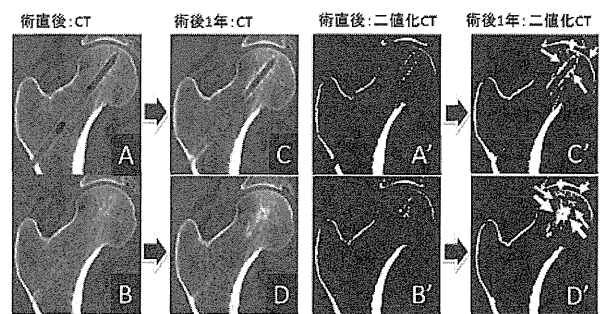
術直後と術後1年でのCT、二値化CT画像による骨再生評価
